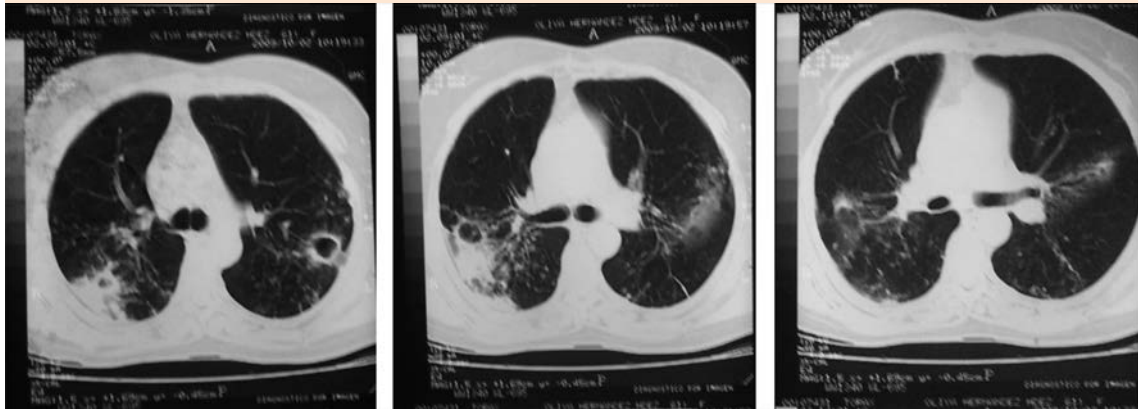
Tomografía simple de tórax en la ventana pulmonar donde se observa patrón nodular bilateral, de predominio derecho, fibrosis, bronquiectasias y cavitación.
